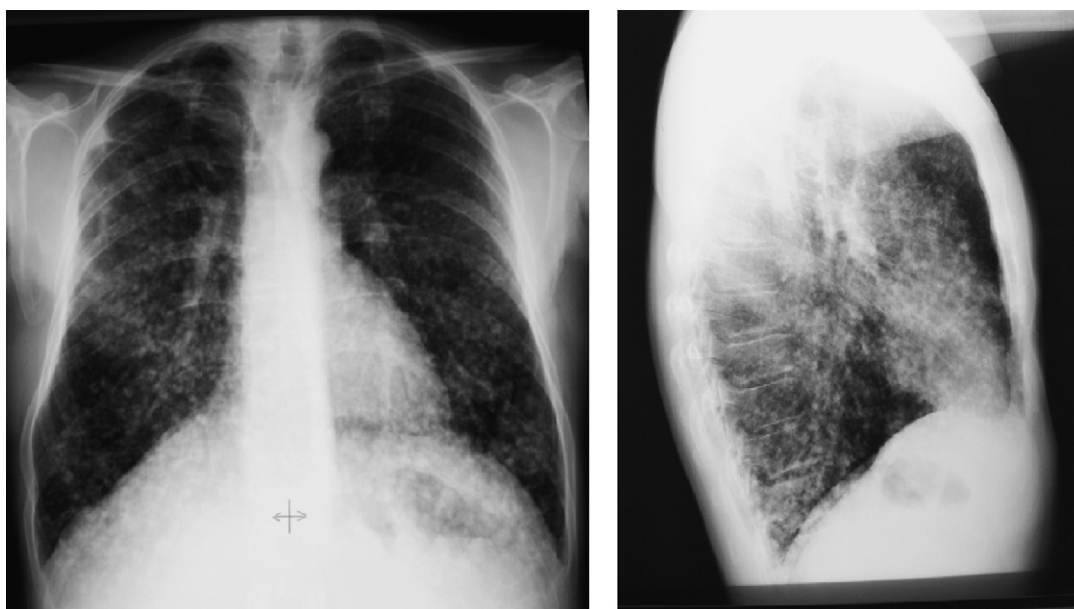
Radiografía de tórax anteroposterior y lateral año 1988.
